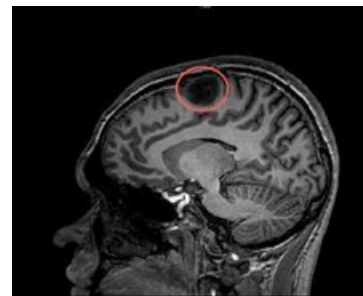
TAC preoperatori
